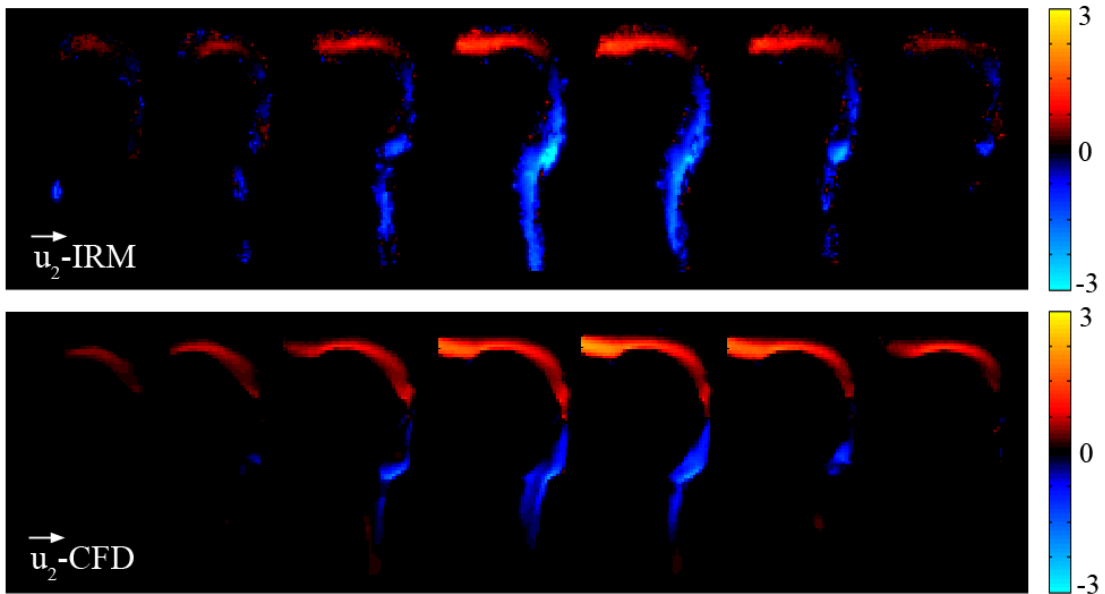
Cartes de vitesse, u_2 , selon l'axe de la cavité orale, (en $\text{m}\cdot\text{s}^{-1}$) mesurées par IRM de l'hélium-3 hyperpolarisé (haut) et calculées par CFD (bas).
